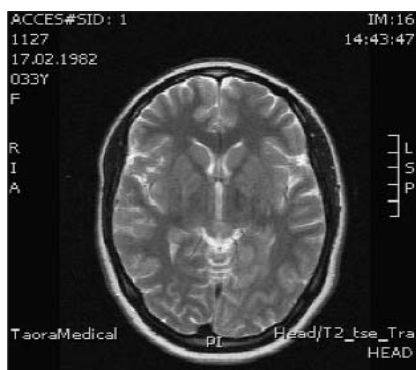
МРТ пациентки С. от 15.03.2015 г.
